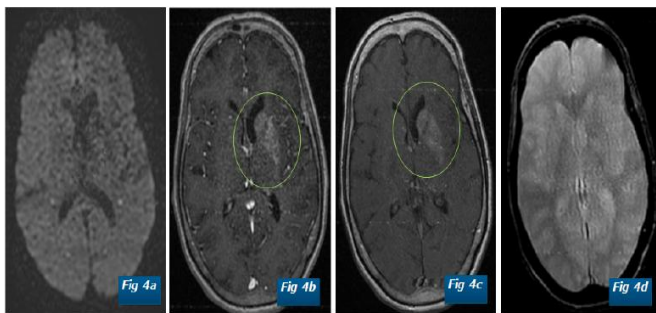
IRM cérébrale, en coupes axial Diffusion (a), T1 C+ (b, c), et T2* (d) → l'atteinte de striatum gauche est non restrictive sur la séquence de diffusion, non rehaussée après injection de gadolinium, et sans saignement ni calcification sur la séquence T2*.
